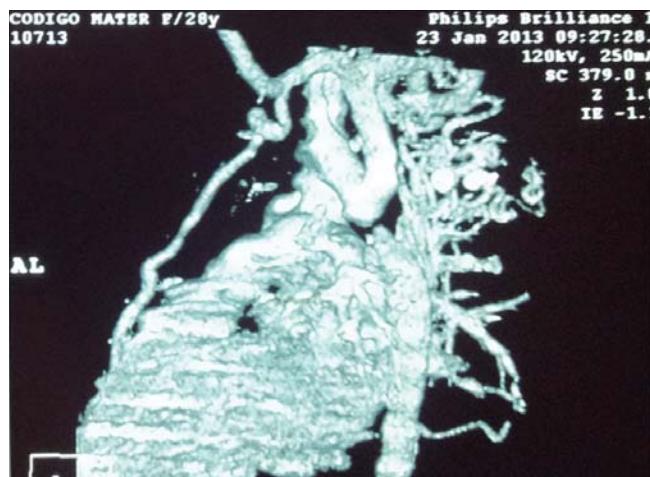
Angiotomografía en fase tardía también mostrando coartación de la aorta tipo C.
